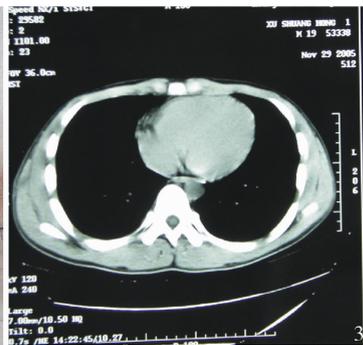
术前 CT 示右侧前下纵隔右心室心膈角旁可见一类圆形密度增高影, 9 cm × 5 cm × 5 cm 大小, CT 值 1.75 HU 图 2 切除的心包囊肿 图 3 术后 CT 提示胸腔无占位性病变
